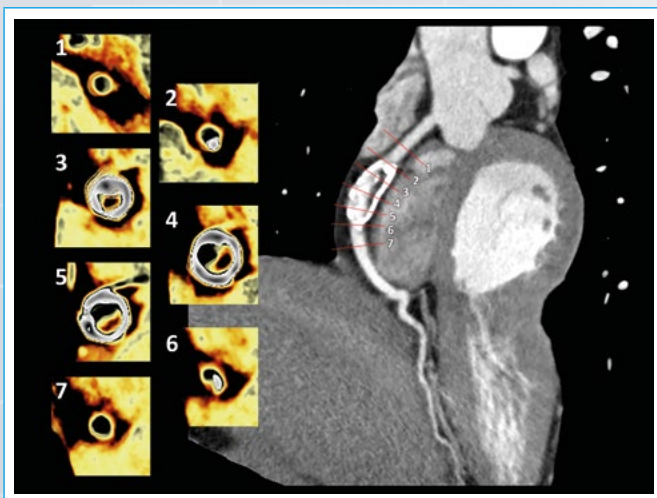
Imagen axial con Cardio TC. Se aprecia una masa redondeada en el surco auriculoventricular derecho que corresponde a un aneurisma de la coronaria derecha con la pared intensamente calcificada e interior parcialmente trombosado
